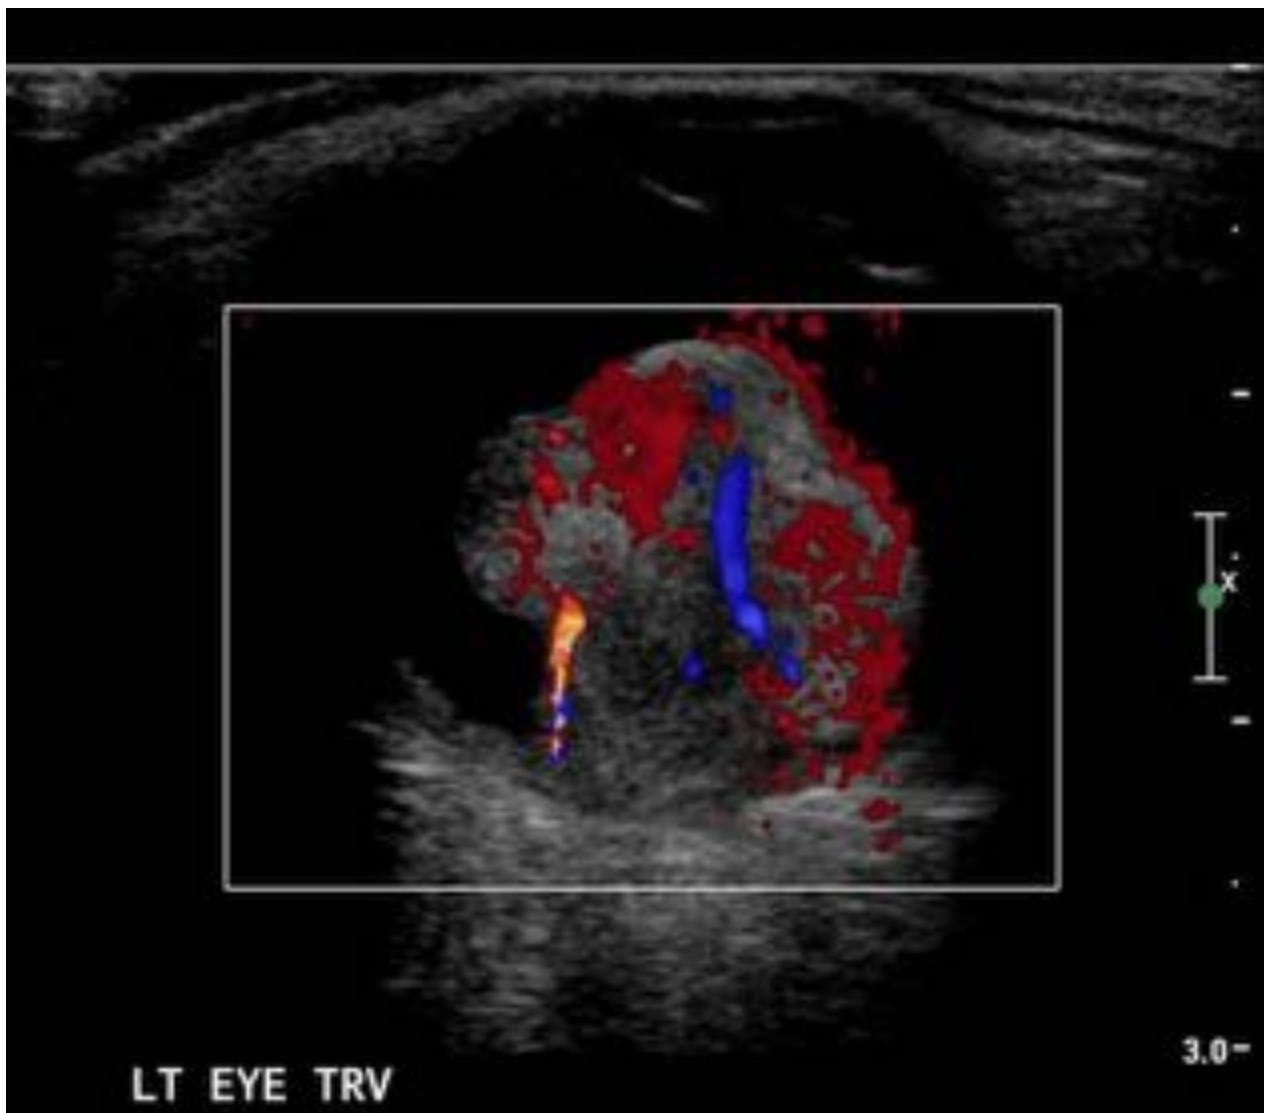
Ecografía del ojo izquierdo. Se visualiza una masa sólida con morfología en "champiñón", de ecoestructura heterogénea y con vascularización intrínseca.
